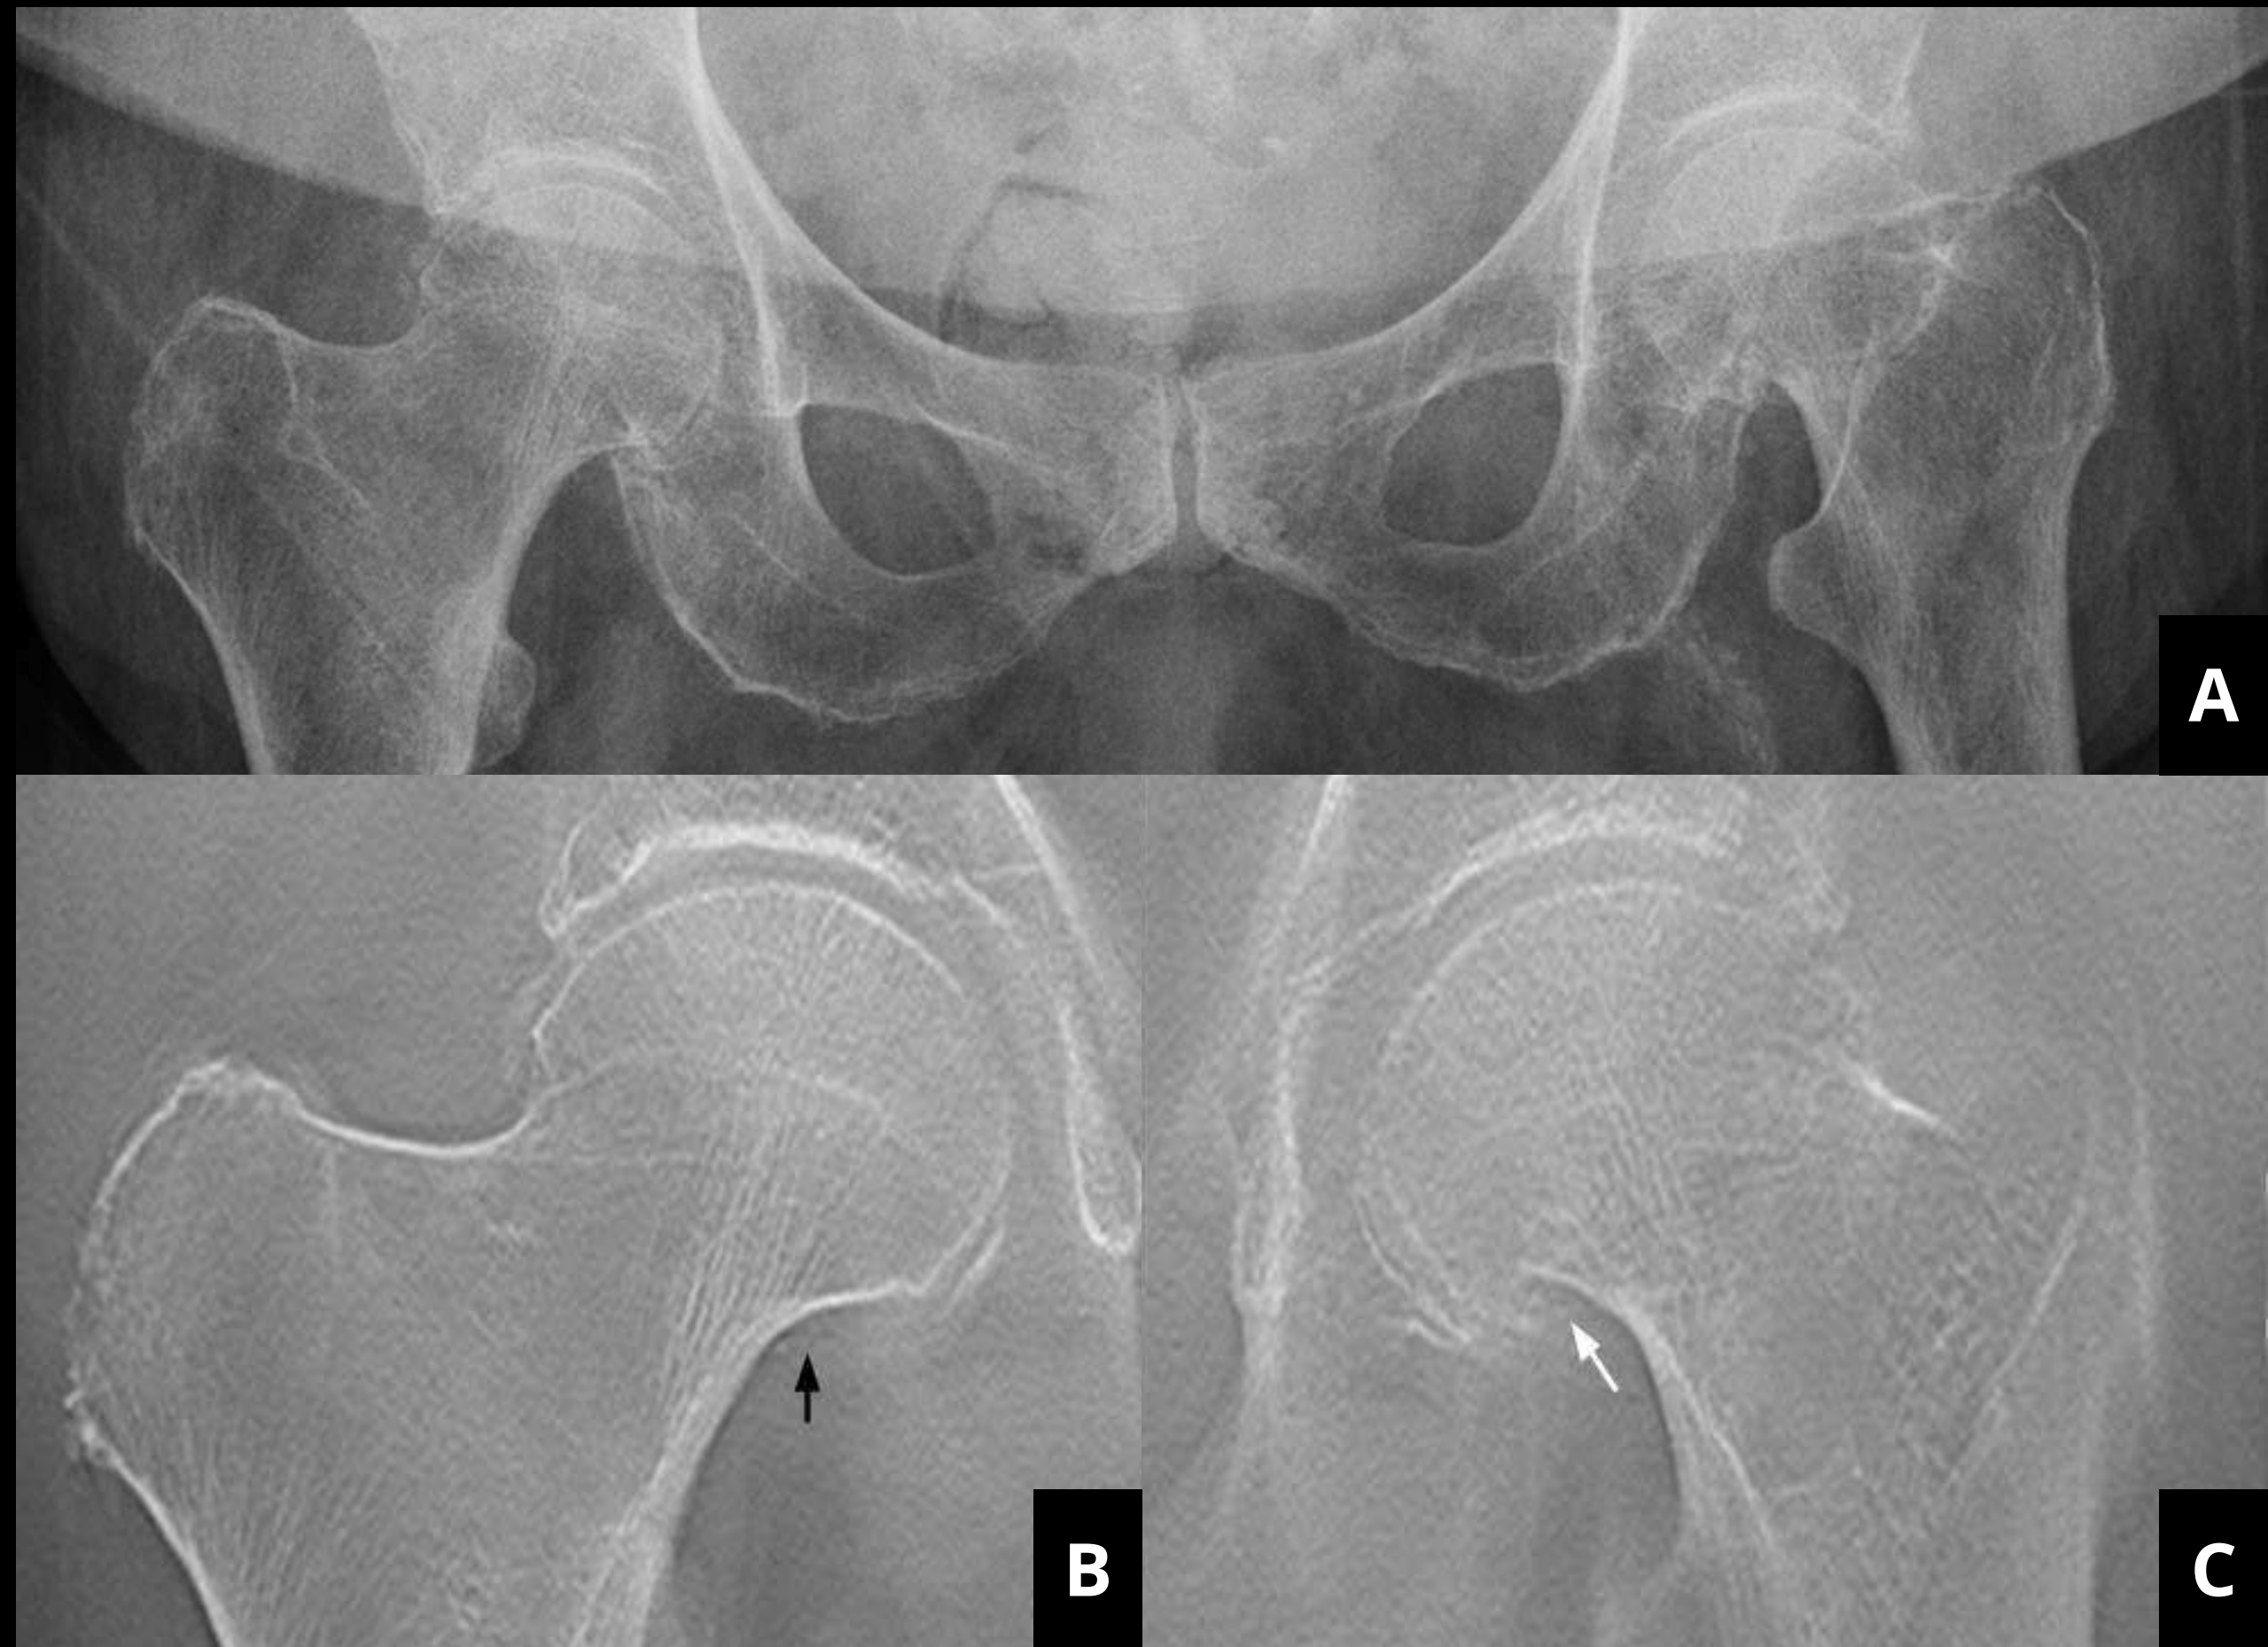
Radiografía simple (A) y tomosíntesis (B, C) de ambas caderas en proyección AP, que muestra una discontinuidad cortical en el cuello femoral izquierdo (flecha blanca), no presente en el fémur contralateral (flecha negra).
